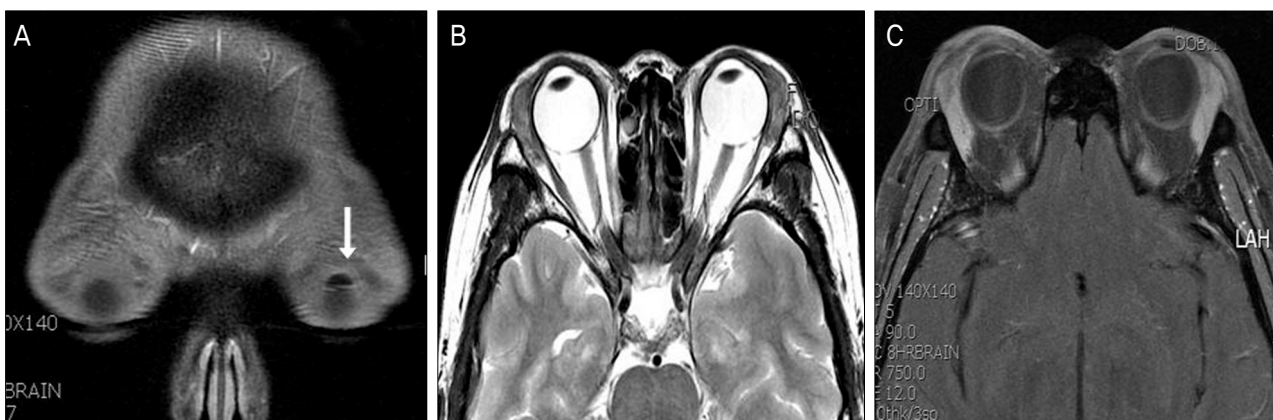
MRI demonstrated bilateral soft tissue swelling with no bone invasions. (A) T1 image shows a 5-mm ovoid hypo-intense lesion (arrow) at the left upper eyelid, midline. (B) T2 axial image shows diffuse swelling with heterogeneous signal intensities at bilateral lacrimal glands. (C) T1 axial image shows heterogeneous soft tissue swelling at bilateral eyelids and preseptal areas.
